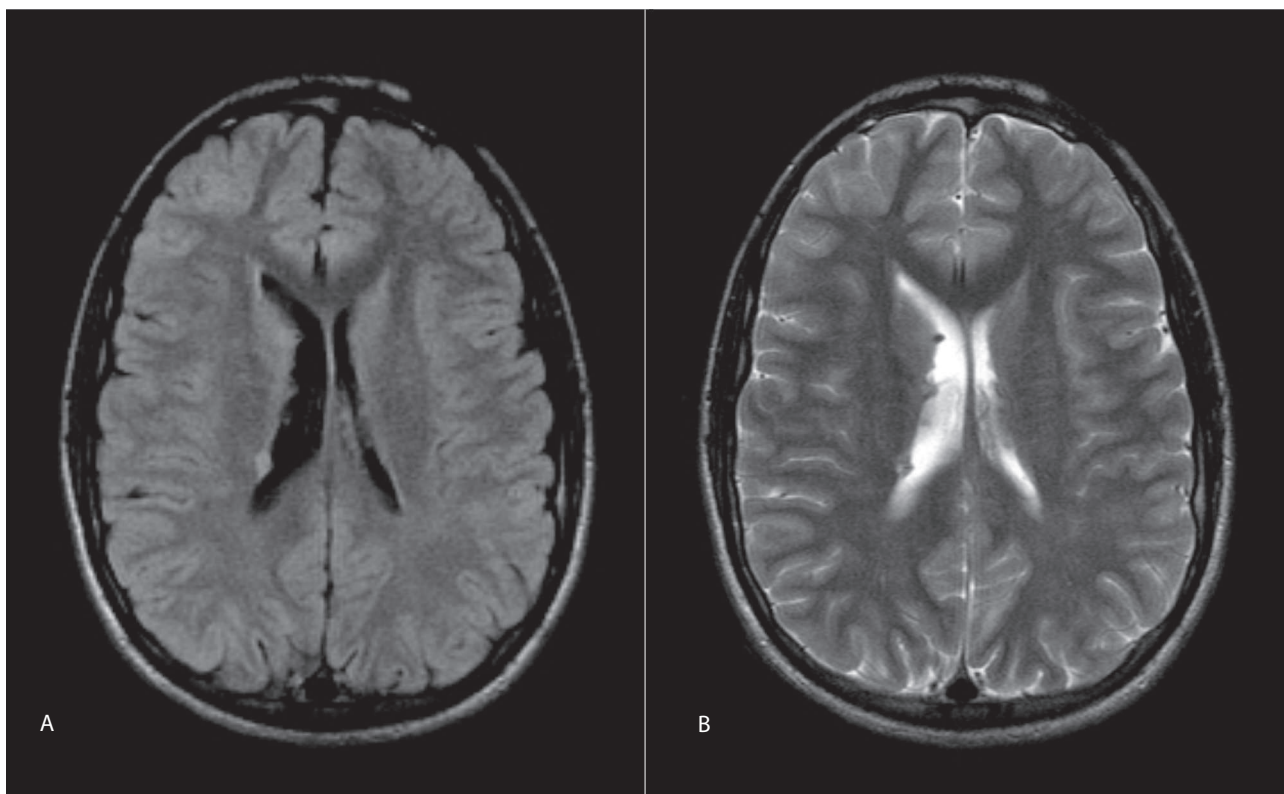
RM de cerebro secuencia FLAIR (a) y T2 (b). En ambos se visualizan nódulos subependimarios.
